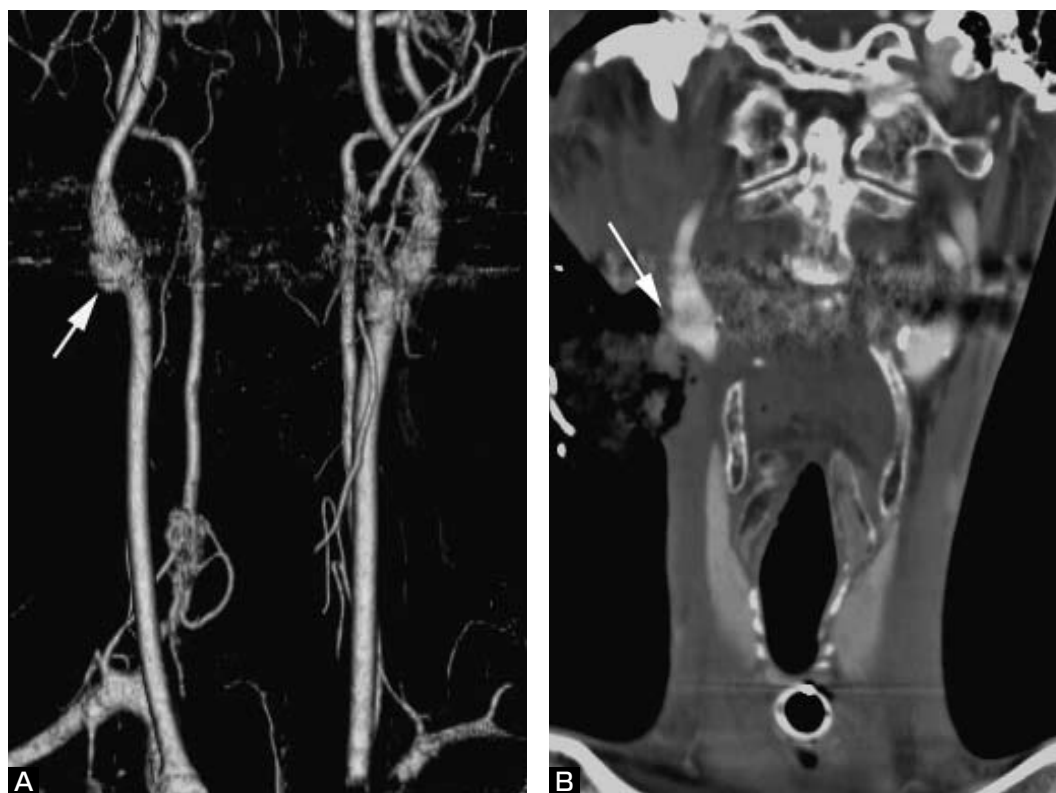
Three-dimensional CT angiogram (A: anteroposterior (AP) view) and multiplanar reconstruction image (B: coronal view) on the day of admission showing a pseudoaneurysm (arrows) of the right cervical carotid artery, which is immediately beneath a skin defect.
